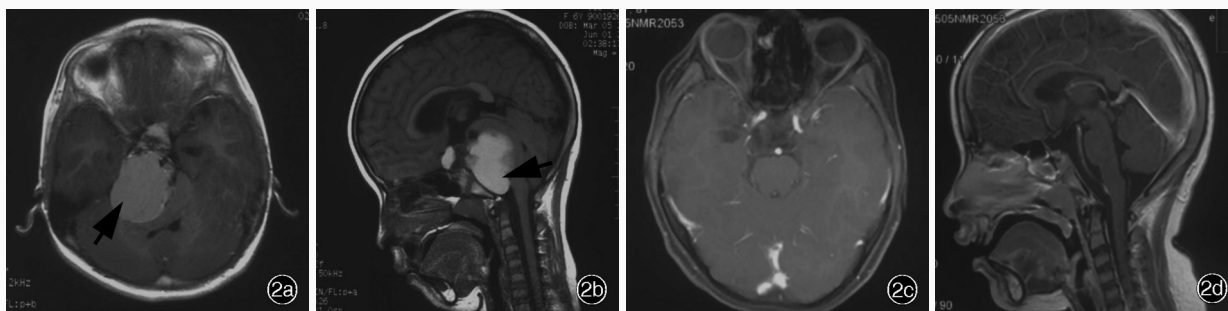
女性患儿,6岁,因头痛2周余入院。术前影像学提示鞍区、桥前池、右侧脑桥小脑角占位性病变,考虑颅咽管瘤,开颅经右侧翼点入路全切除肿瘤。术前及随访过程中头部MRI检查所见 2a,2b 术前横断面及矢状位增强T₁WI显示肿瘤位于鞍区并延伸至后颅窝(箭头所示) 2c,2d 肿瘤全切除后随访3年余,复查横断面抑脂及矢状位增强T₁WI均未见明显肿瘤复发
